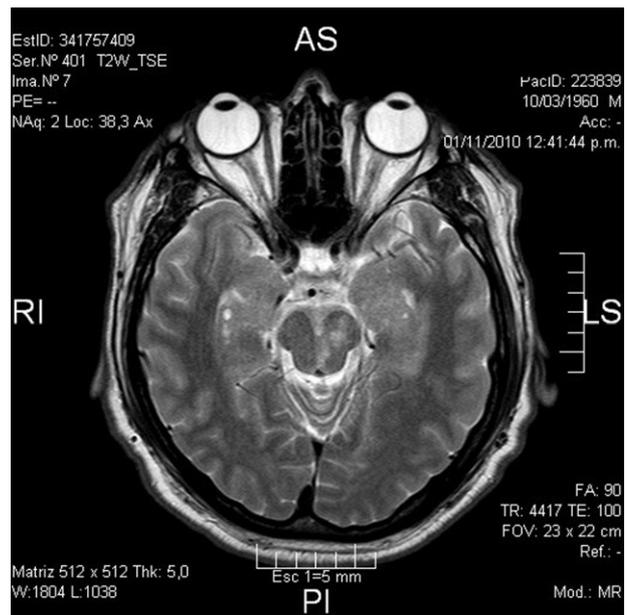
RMN corte axial.
